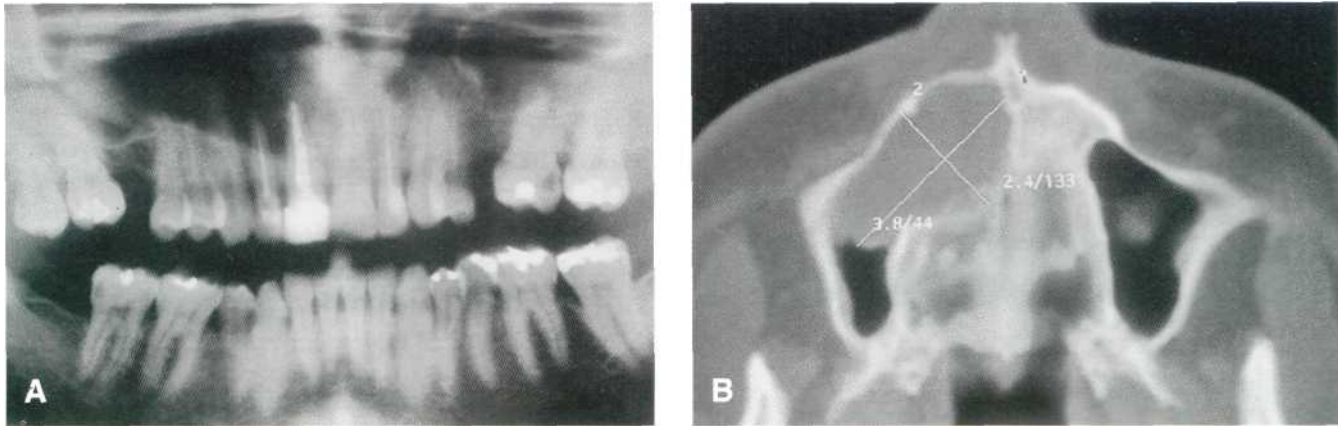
Quiste radicular. (A) Radiografía panorámica que muestra una zona radiotransparente en la región periapical del 1.1, que se extiende hasta la vecindad del seno maxilar derecho. (B) Tomografía computadorizada.
